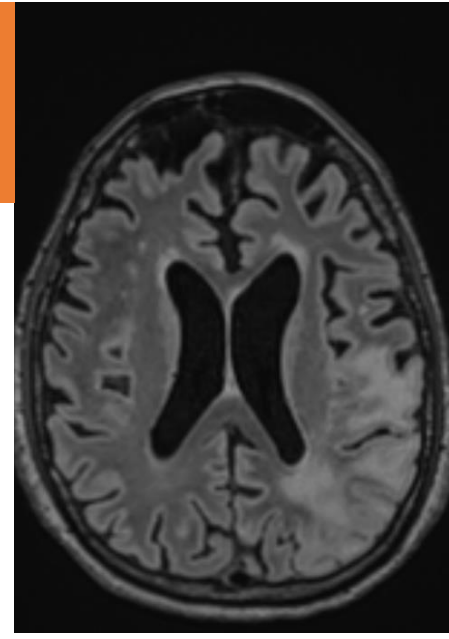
RM craneal en secuencias FLAIR de varón de 81 años sin AP relevantes que ingresa en medicina interna por síndrome confusional y persistencia de desconexión del medio. Se aprecian lesiones hiperintensas que afecta fundamentalmente a la región temporal, parietal y occipital del hemisferio izquierdo.
